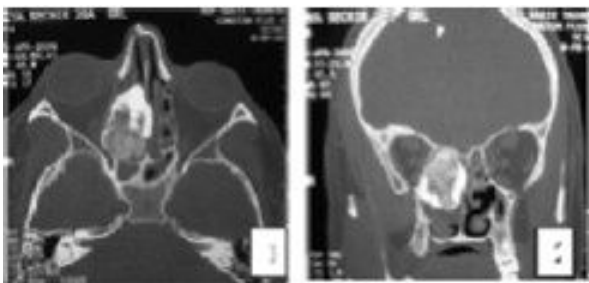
TDM du massif facial en coupes axiale et coronale. Ostéome ethmoïdo-nasal droit lobulé hétérogène
